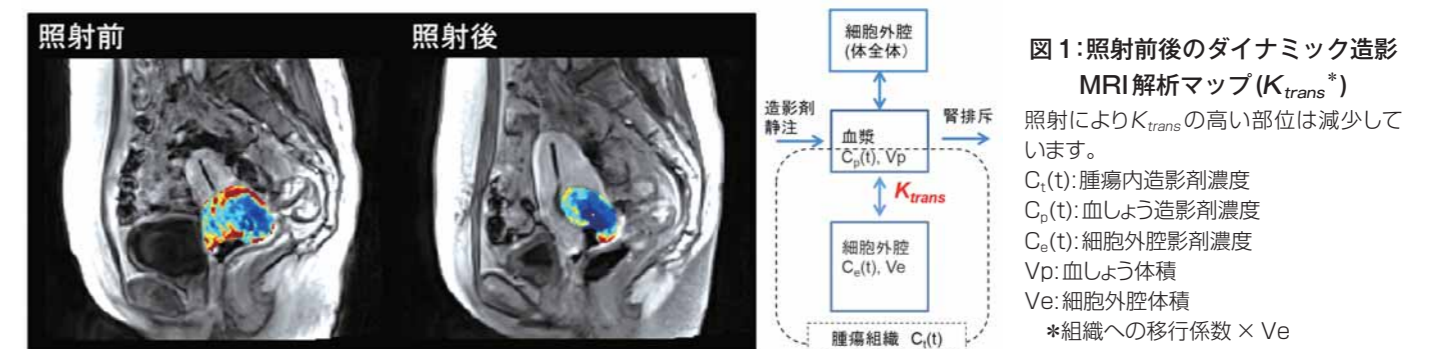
照射前後のダイナミック造影MRI解析マップ( $K_{trans}^*$ )
